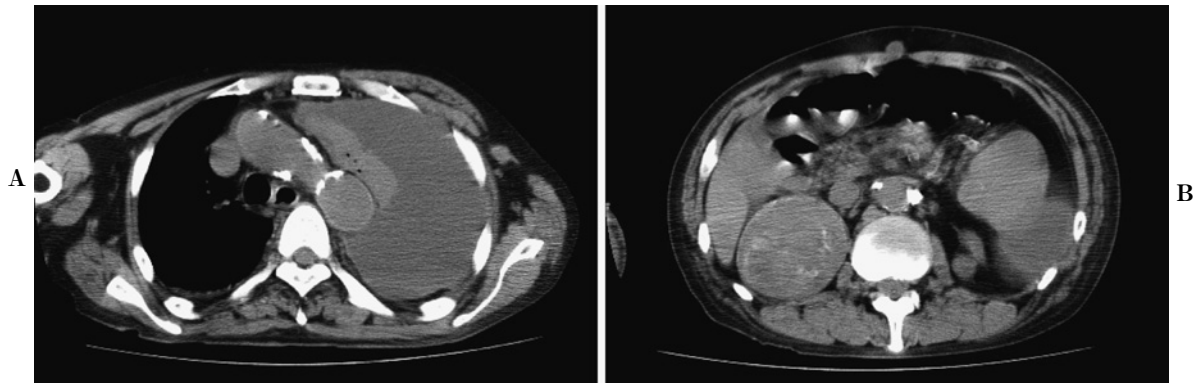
(A) A chest computed tomography scan showing massive left-sided pleural effusion and passive atelectasis. (B) An abdominal computed tomography scan showing a mass in the right kidney and a nodule in the left adrenal gland.
